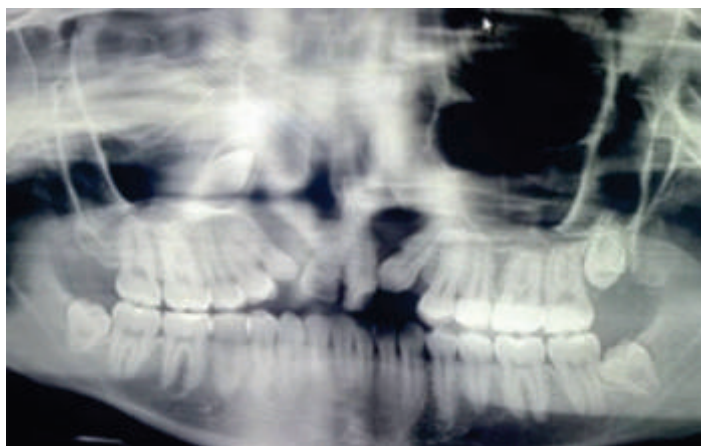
Radiografía panorámica de un paciente de 23 años con fisura alveolar bilateral. Se observa ausencia de soporte óseo y ausencia de erupción de incisivos laterales y caninos superiores, además de dientes ectópicos y con malposición.
